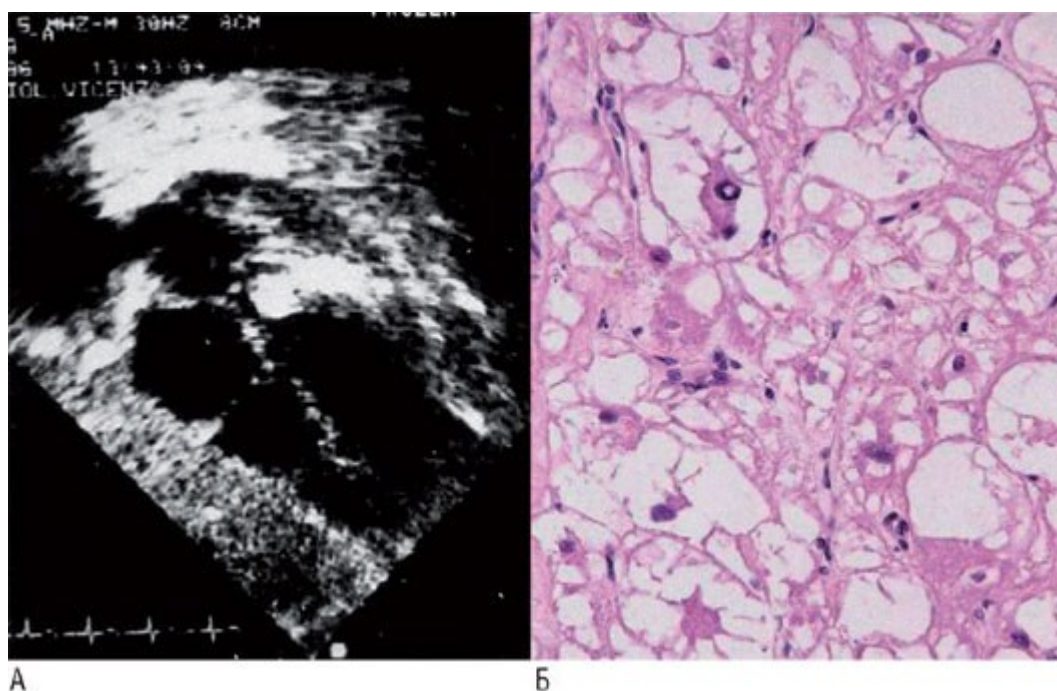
Рабдомиома у мальчика в возрасте 7 мес, при аускультации сердца которого слышен систолический шум. А - при 2D-ЭхоКГ обнаружена субаортальная внутриполостная округлая опухоль. Б - удаленная опухоль (окраска гематоксилином и эозином) представлена рабдомиомой и содержит типичные паукообразные клетки. Изменено: De Dominicis E., Frigiola A., Thiene G. et al. Subaortic stenosis by solitary rhabdomyoma. Successful excision in an infant following 2D echocardiogram and Doppler diagnosis // Chest. - 1989. - Vol. 95. - P. 470-472.
